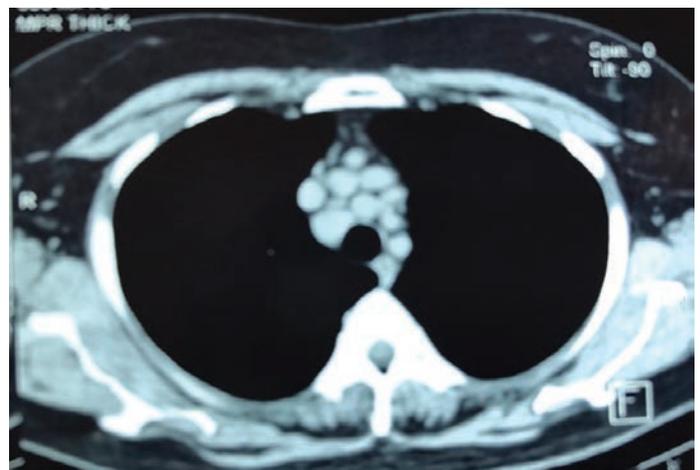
TAC de tórax adenopatías mediastinales niveles 2,4,7
